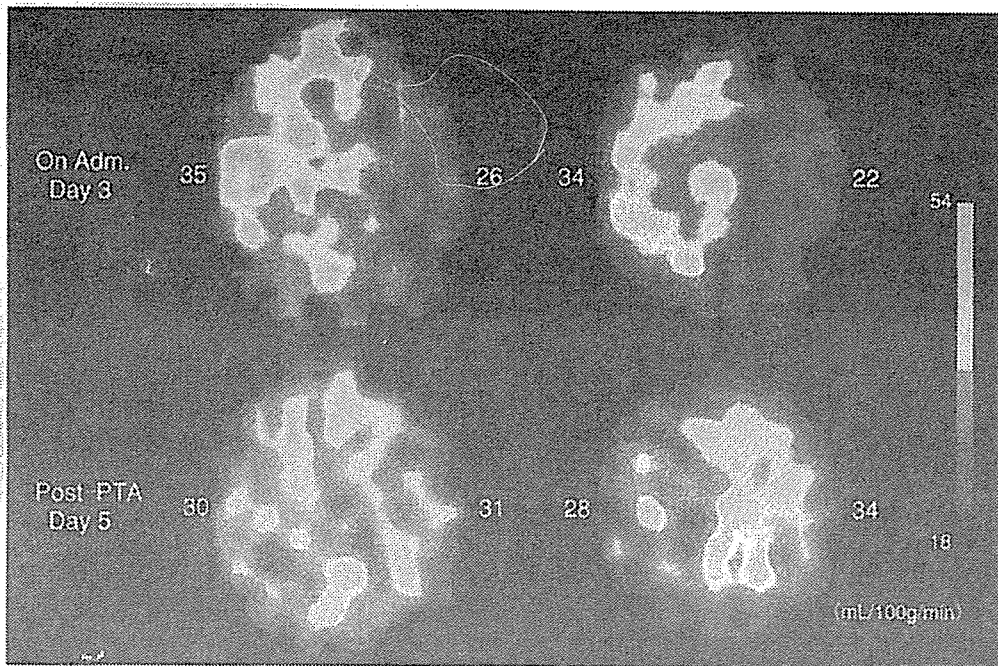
PTAにより改善がみられた錐体骨部内頸動脈狭窄性病変症例の脳血流SPECT(2)
